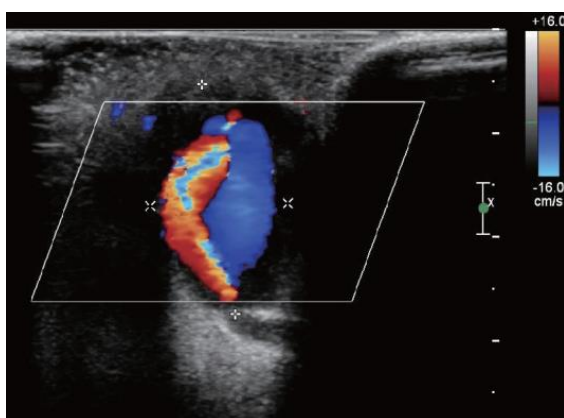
Échographie doppler de la tuméfaction : flux veineux et artériel notable, et signe « yin-yang »
